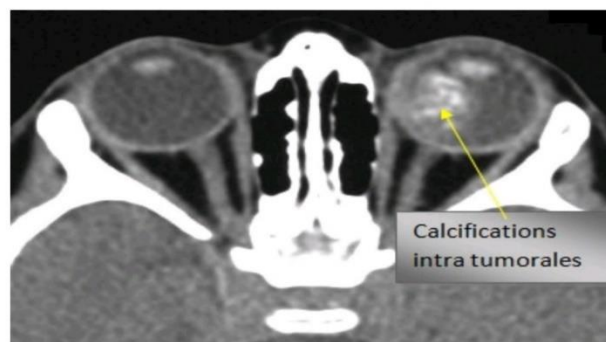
Aspect à la TDM d'un RB unilatéral : calcifications intra tumorales bien visibles [49].
